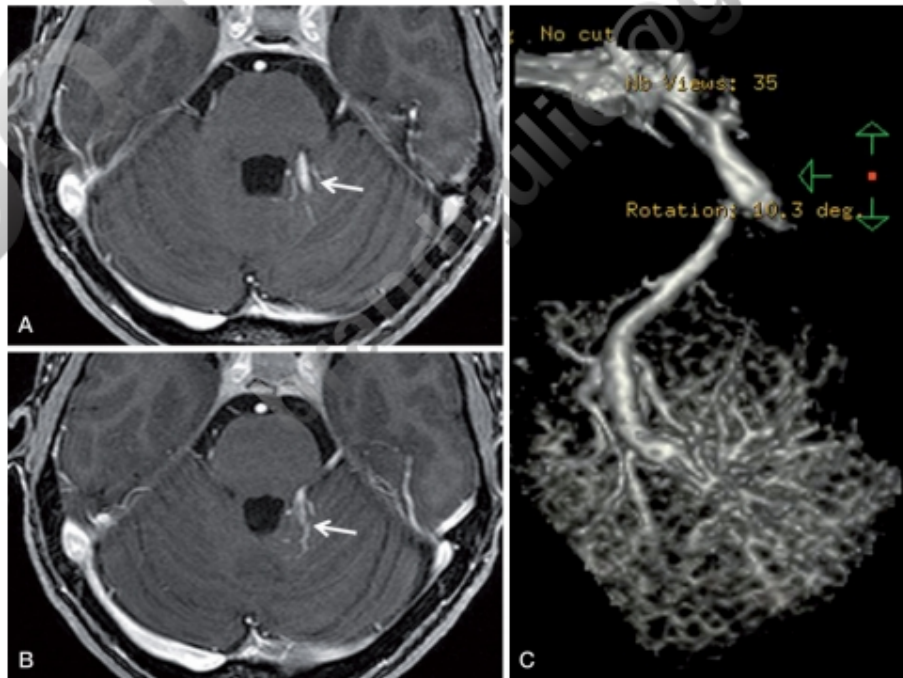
Neuralgia sintomática del trigémino. A y B. RM con contraste. Pequeñas venas que drenan en otra más gruesa. C. Angio-RM en la que se aprecia el detalle de la malformación venosa.
